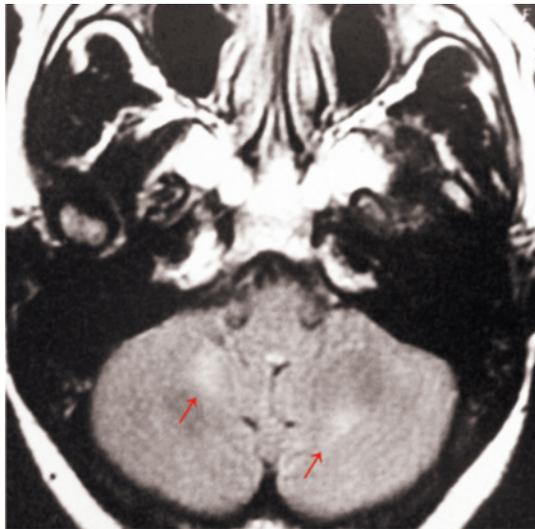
Sequência de imageamento por ressonância magnética ponderada em T1 com contraste, mostrando hiperintensidades não específicas nos hemisférios cerebelares (setas vermelhas)
